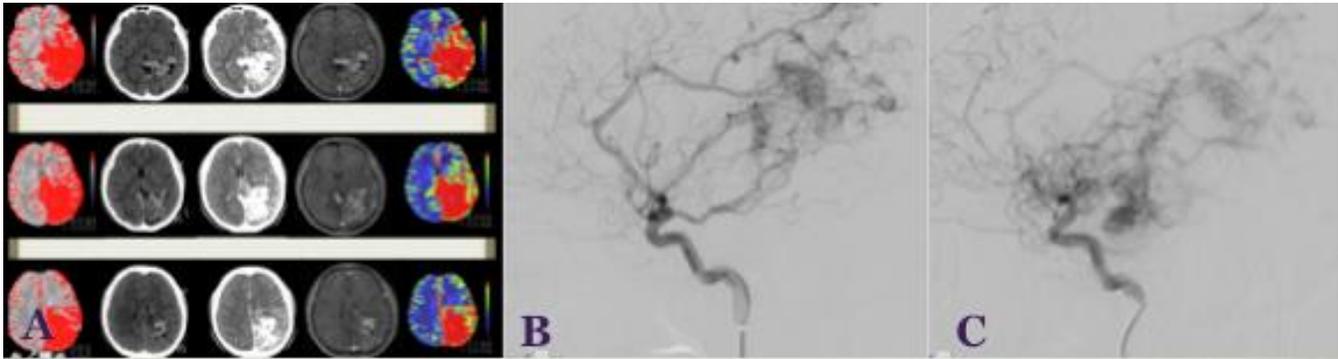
A) Se relaciona PerfuTAC con TAC de craneo simple, TAC de craneo contrastada y con Resonancia Magnetica con gadolinio, en donde se observa en la PerfuTAC zonas de hiperperfusion aun en zonas en donde se encuentra parenquima cerebral normal, sin presencia de nido malformativo, B) Eje carotideo en donde se observa estenosis de ramas de la arteria cerebral anterior en su porcion terminal las cuales generan un nido plexiforme, difuso, con caracterisitcas de APC, C) Eje carotideo izquierdo, en donde se observa estenosis de ACM con presencia de nido plexiforme difuso, con caracteristicas de APC. Ambas imágenes de Angiografía cerebral corresponden con estudios de imagen de la figura 17A.
